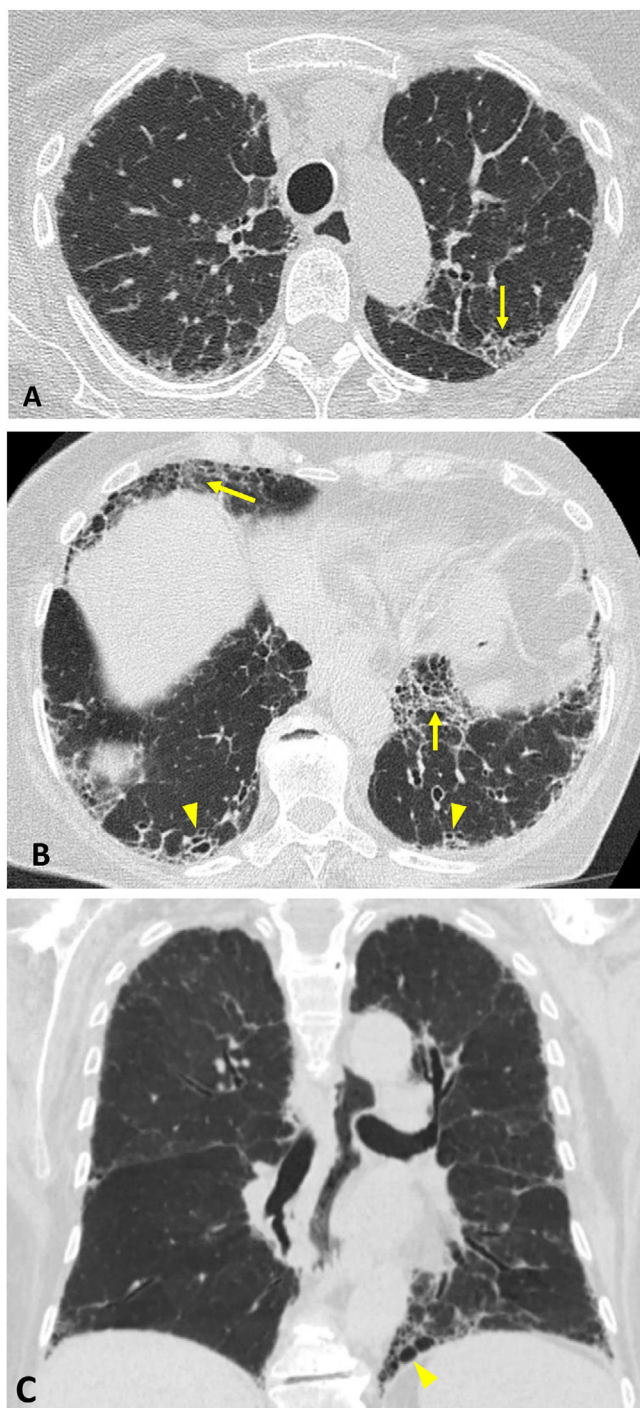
Poliangeítis microscópica (ANCA-MPO) con patrón de neumonía intersticial usual. TC axial (A y B) y reconstrucción coronal en proyección de mínima intensidad (C). Reticulación asociada a opacidades en vidrio deslustrado (flechas), bronquiectasias/bronquiolectasias de tracción (cabezas de flecha en B) y pequeñas áreas de panalización (cabeza de flecha en C). Hallazgos con predominio periférico y basal.
